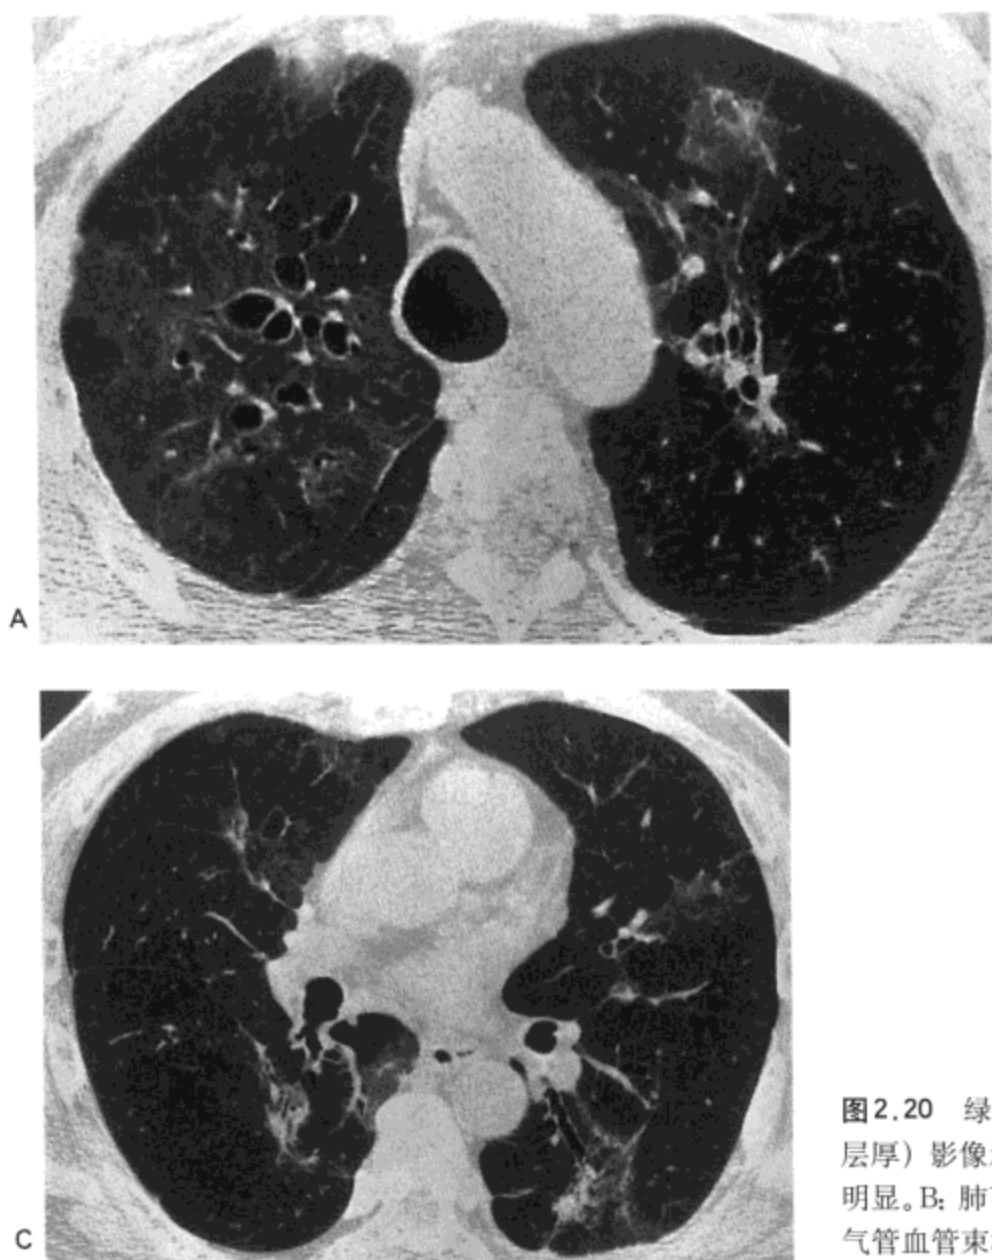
绿脓杆菌肺炎。A: 主动脉弓水平高分辨率CT (1.0mm层厚) 影像示双肺上叶片状磨砂玻璃样密度区。同时支气管扩张明显。B: 肺下叶支气管水平影像示双侧片状磨砂玻璃密度区与支气管血管束相邻的实变。也有支气管扩张。
